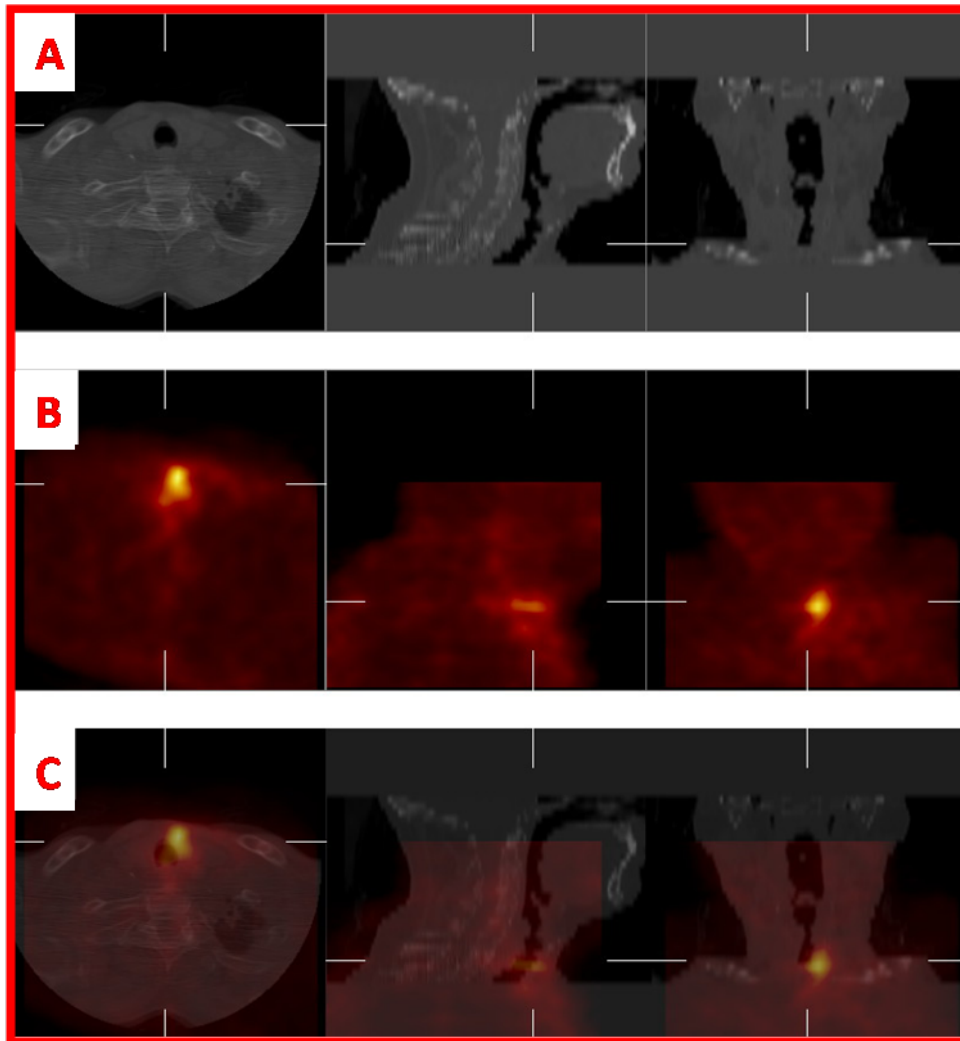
Paciente de 62 años portador de cáncer de laringe. Tomografía computada (CT) de tórax (A) en vistas transversal, sagital y frontal. SPECT de tórax con ^{99m}Tc -Glucurato (B) en vistas transversal, sagital y frontal. Fusión de imágenes de la TAC con el SPECT (C) de tórax donde se observa una hipercaptación laríngea lateralizada a izquierda. No observamos captación que indique compromiso ganglionar.
